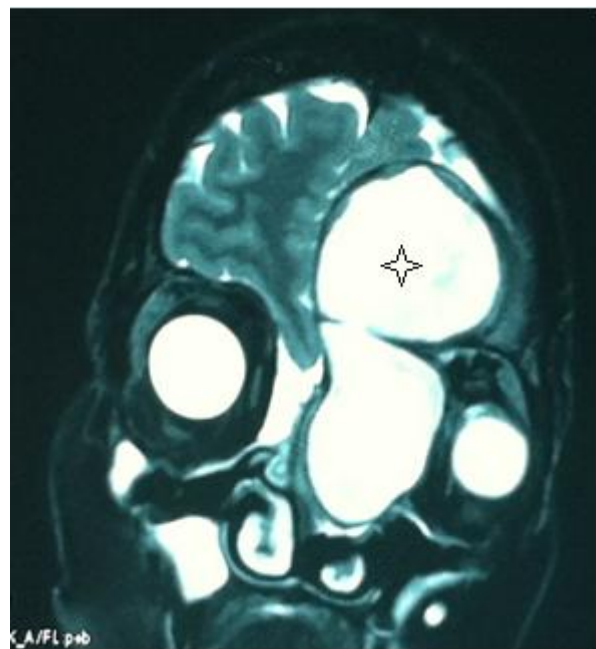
IRM faciale en coupe sagittale, T1, en faveur d'une mucocèle fronto-ethmoïdale avec déhiscence sur le contenu de l'orbite.
